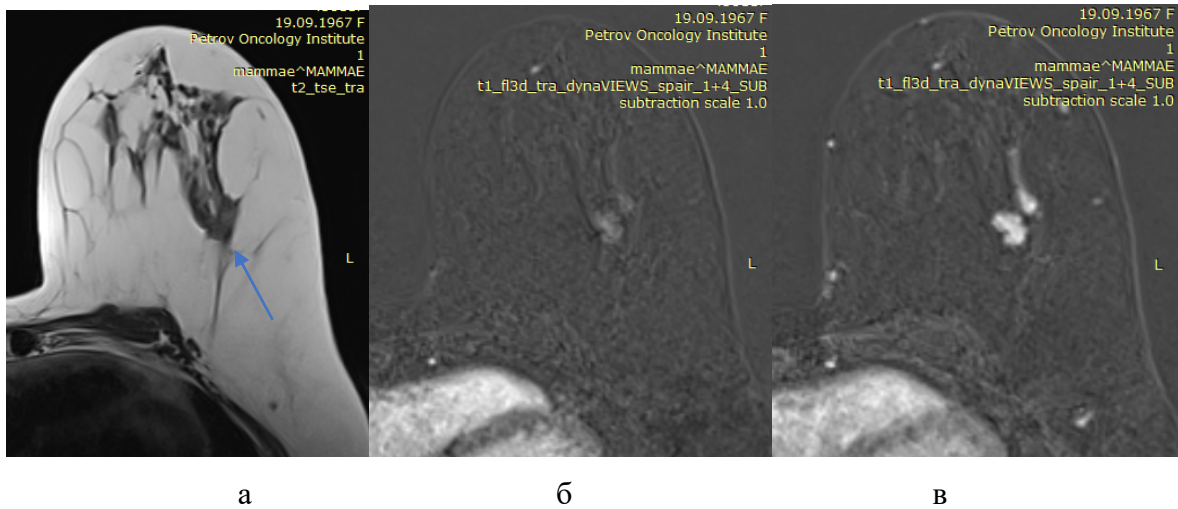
МРТ картина инвазивного РМЖ молочной железы.
